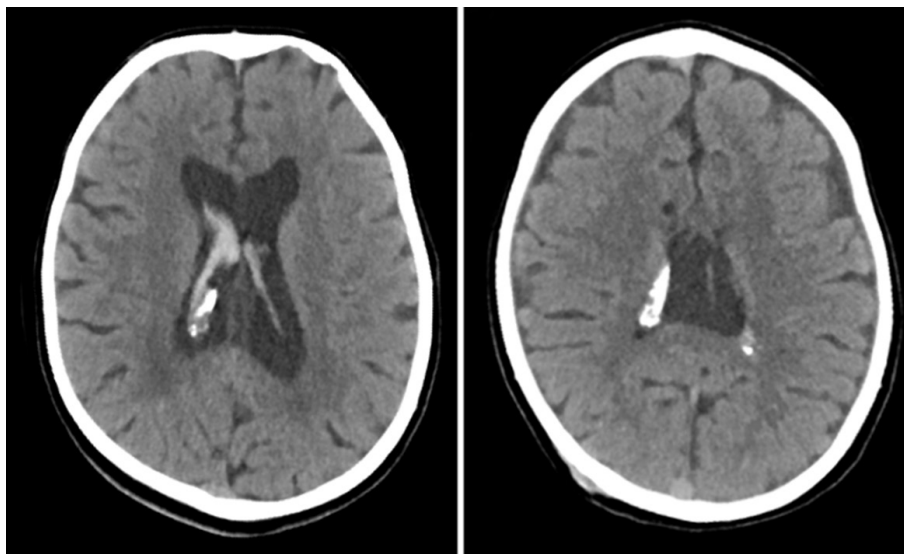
a, b. Postoperative axial computerized tomography scan of the brain shows the decrease in the ventricular dilatation at the first postoperative day (a), and two months later (b).
